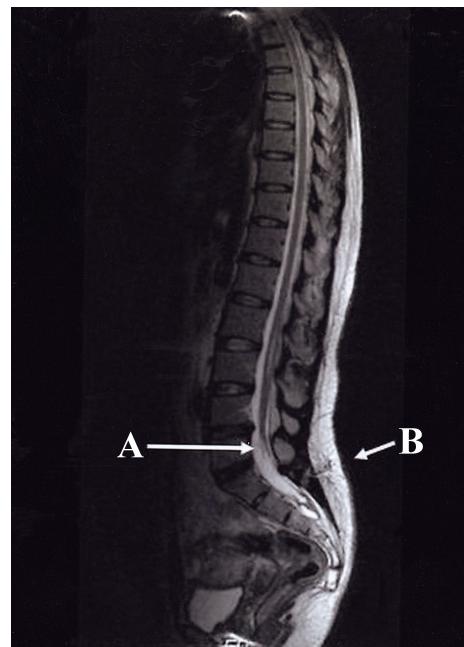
The MRI scan shows a low-lying conus (arrow A) at the lower border of L5 and dermal sinus (arrow B).
